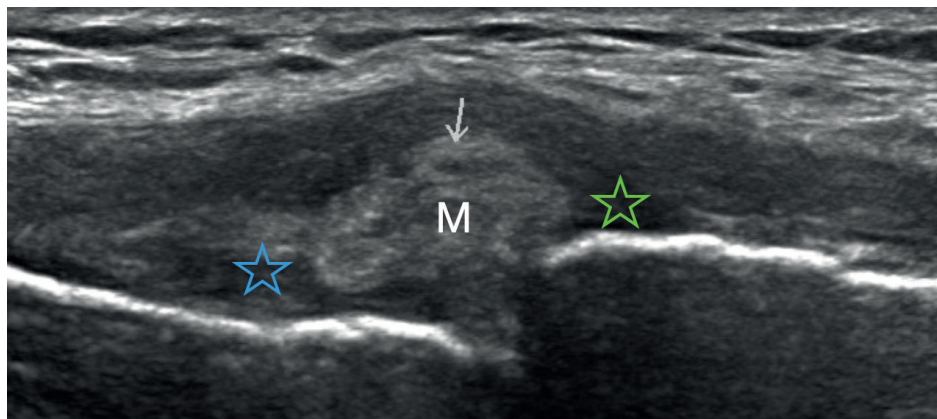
Coupe longitudinale échographique centrée sur l'interligne fémorotibial interne montrant une subluxation méniscale définie par un déformation méniscale (avec perte de l'aspect triangulaire) sans réelle fissure, un débordé du mur méniscal supérieur à 3 mm et l'absence de comblement des récessus méniscofémoral et méniscotibial (étoiles bleue et verte).
